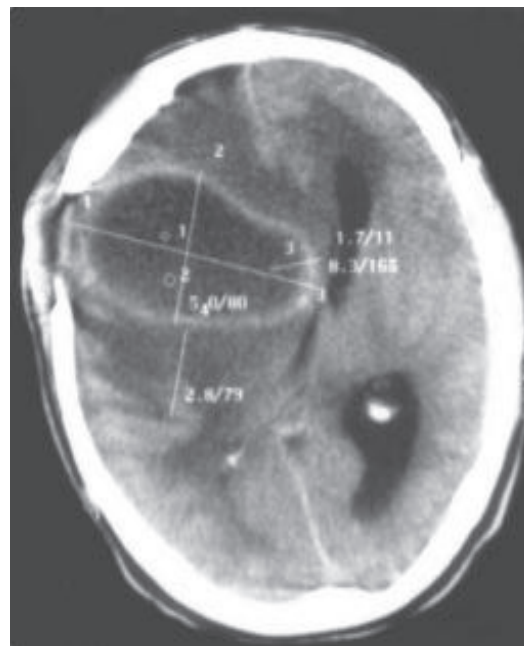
Компьютерная томограмма больного М.
